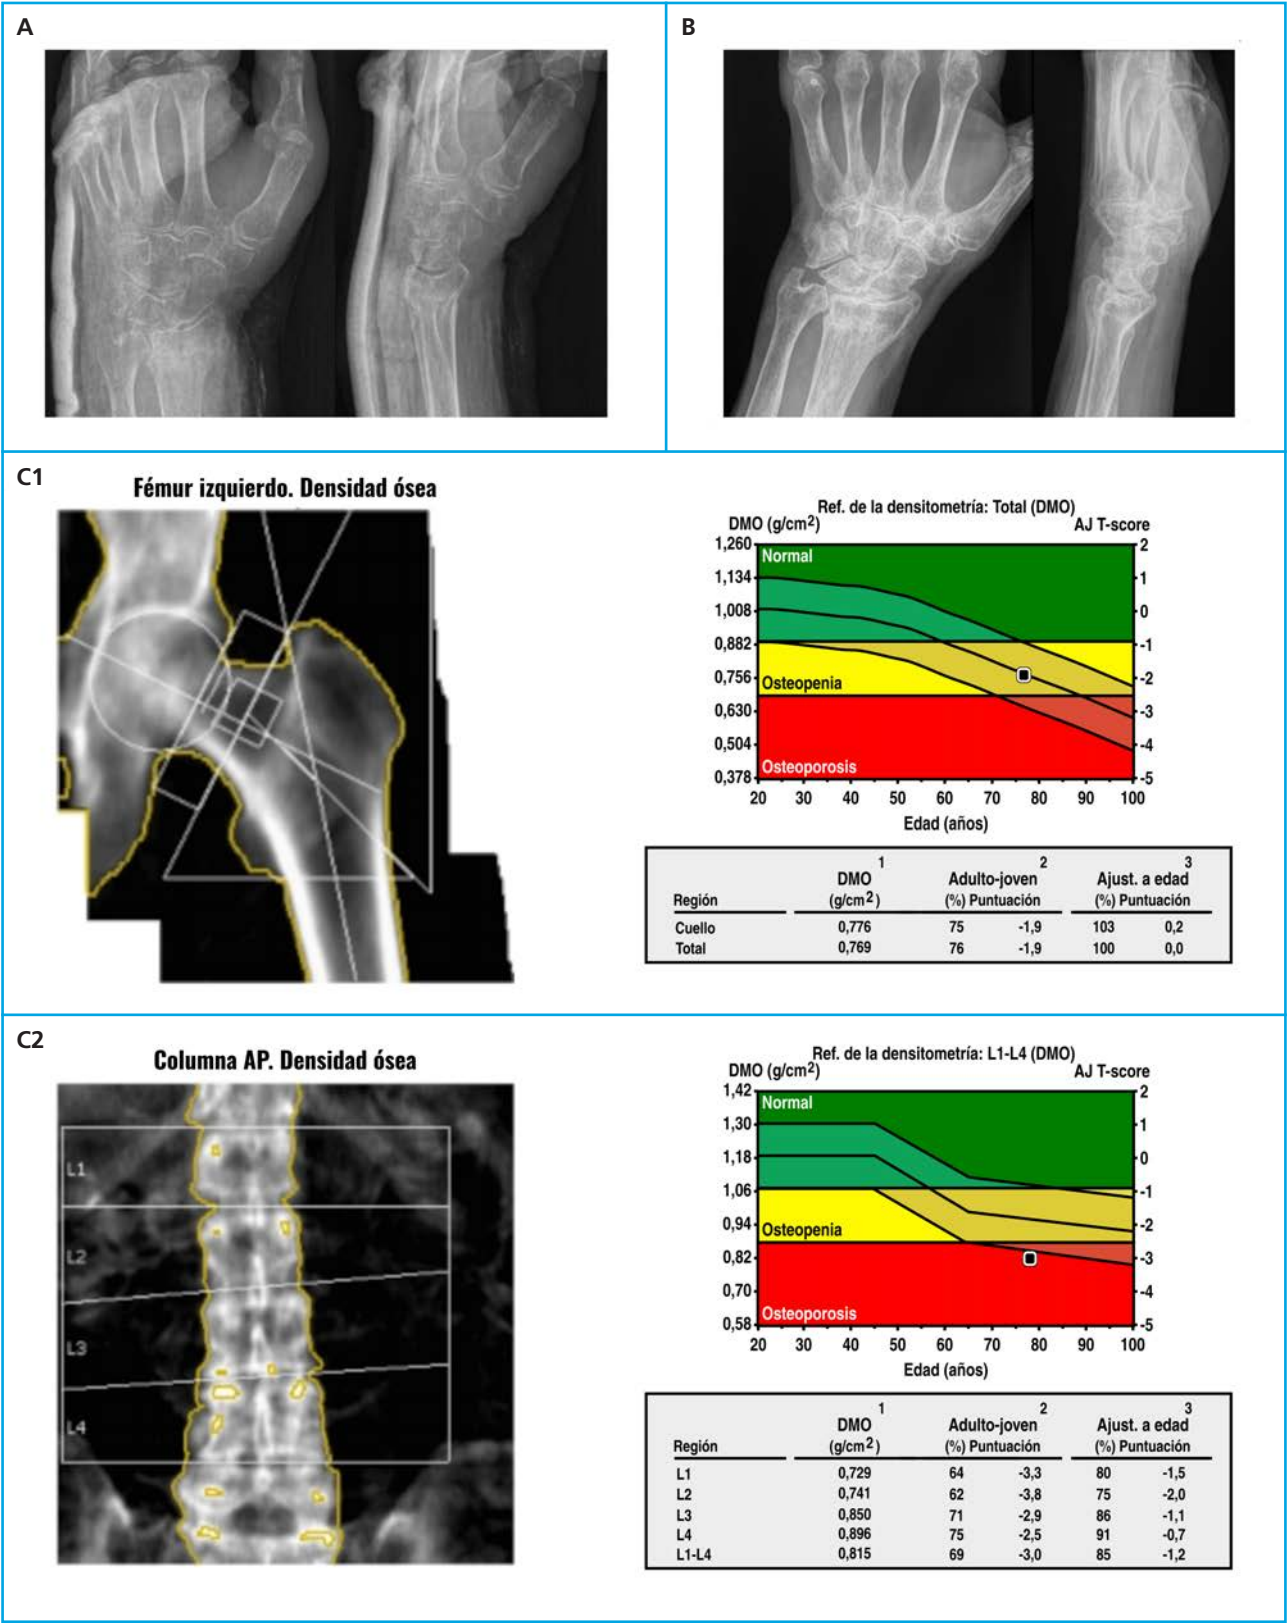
A. Radiografía simple de muñeca izquierda dos proyecciones, control previo a retirada de inmovilización con férula de yeso antebraquial dorsal: fractura de radio distal con afectación intraarticular, cambios degenerativos y signos indirectos de osteoporosis radiocarpiana. B. Control radiológico evolutivo tras tres meses de tratamiento: fractura de radio distal consolidada. C1. DXA: resultados en fémur proximal (osteopenia); C2. DXA: resultados en columna vertebral lumbar (osteoporosis).
